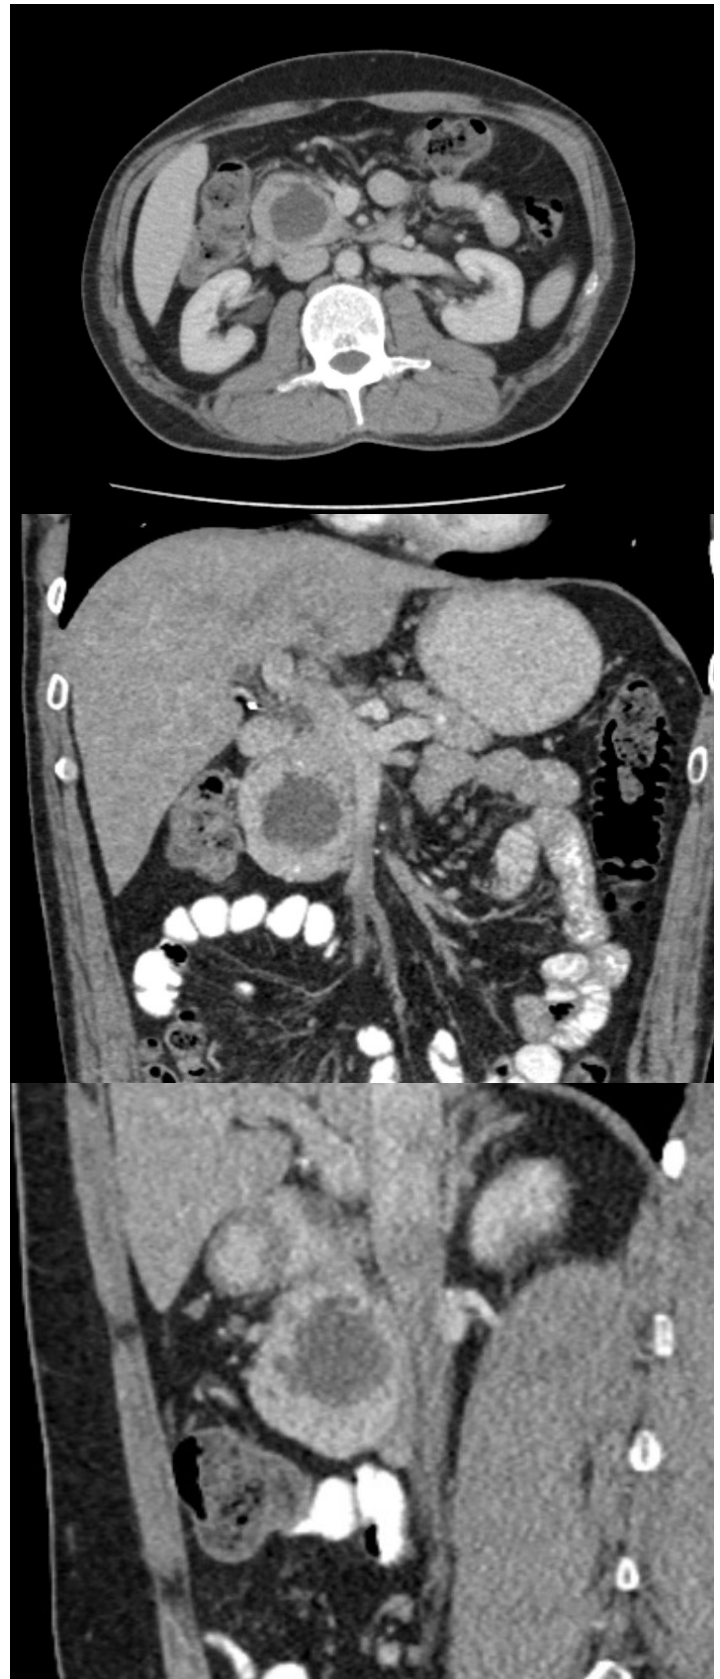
Tomografía axial computada, contrastada que evidencia lesión quística compleja a nivel de cabeza de páncreas, con criterios de reseccabilidad y alto riesgo para desarrollo de malignidad, 1 corte axial, 2 corte corona, 3 corte sagital.
